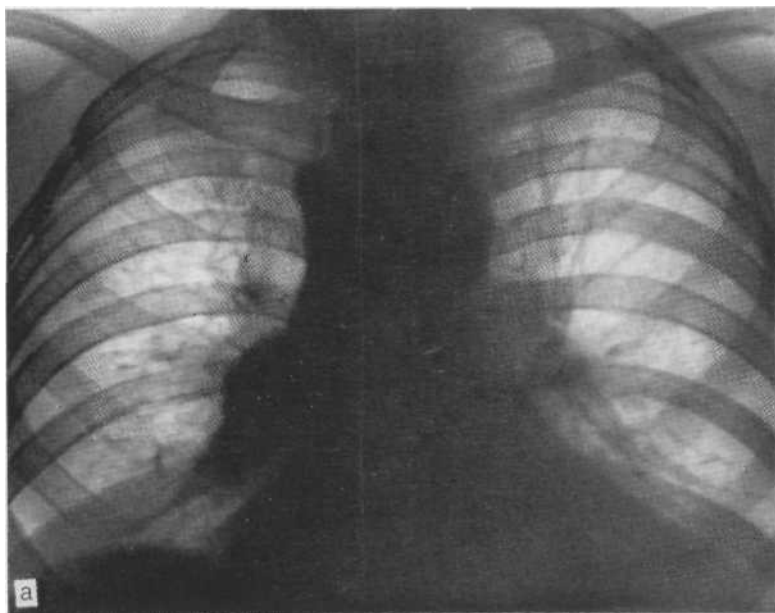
Обзорная рентгенограмма (а) и томограмма в боковой проекции (б). Интерстициальный силикоз, сопровождающийся массивным увеличением бронхопульмональных лимфатических узлов. Биопсия легкого и лимфатических узлов.
